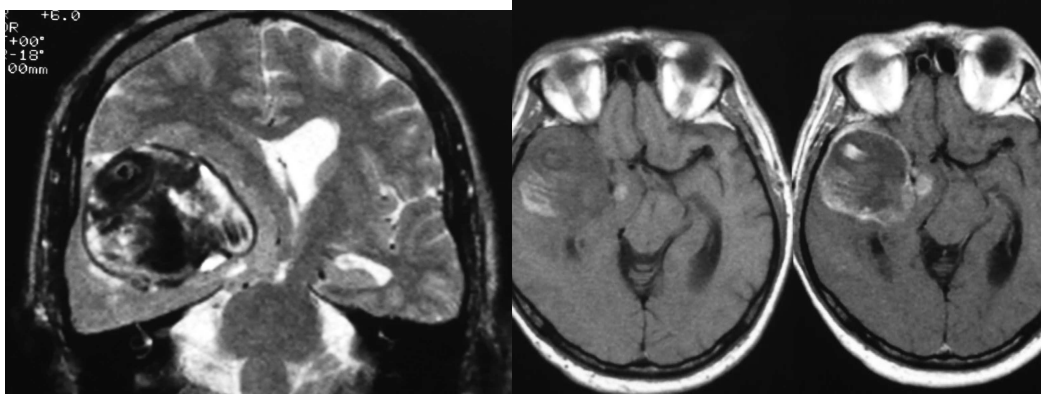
RM cerebral muestra una lesión temporal derecha grande, de 5 centímetros de diámetro y que impresiona de aneurisma gigante parcialmente trombosado.
